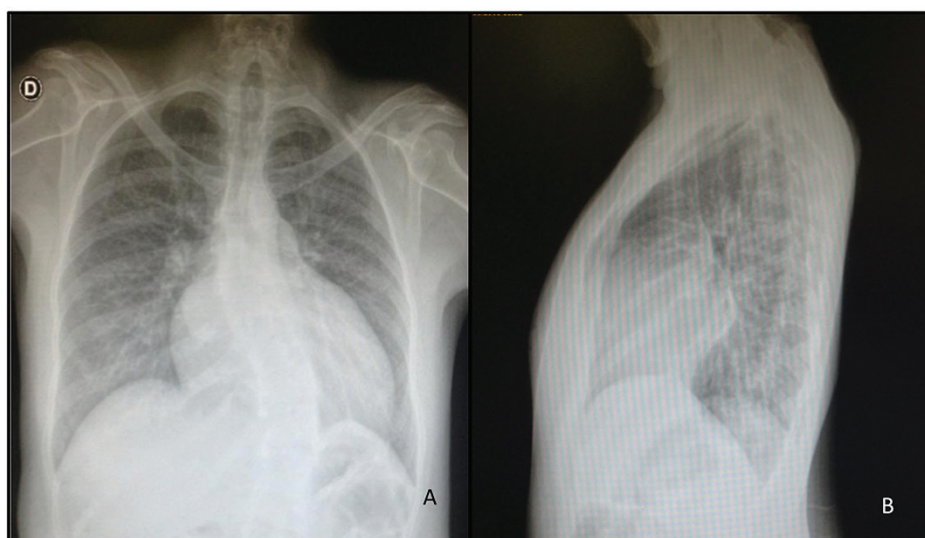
Paciente 2 - Radiografia de tórax em padrão anteroposterior (A) e perfil (B) mostrando pectus carinatum, escoliose, cardiomegalia e congestão pulmonar.
